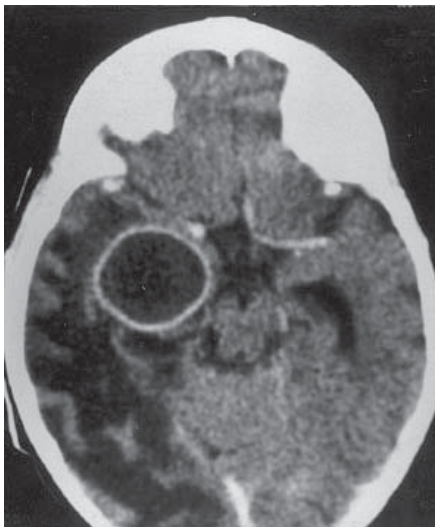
TC apresentando abscesso cerebral na região temporal direita, presença de um anel de reforço após injeção de contraste.
